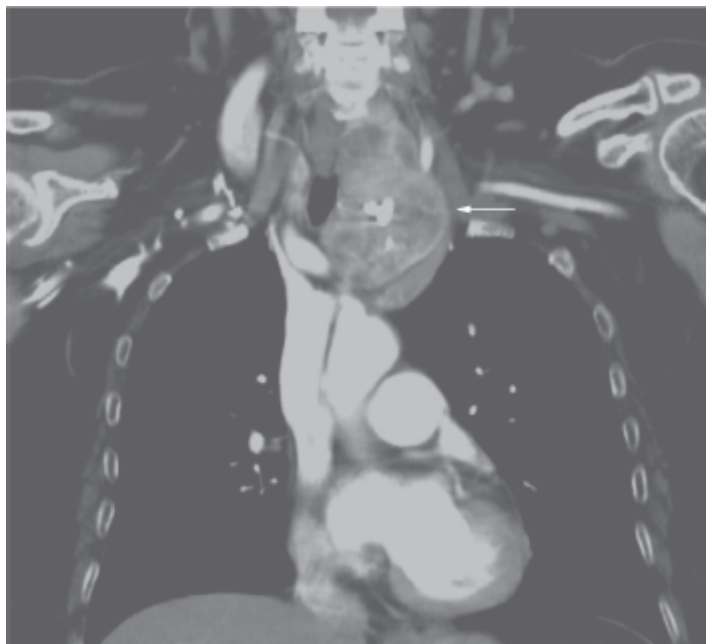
Bócio mergulhante. Tomografia computadorizada do tórax, mostrando bócio mergulhante (*seta*).
